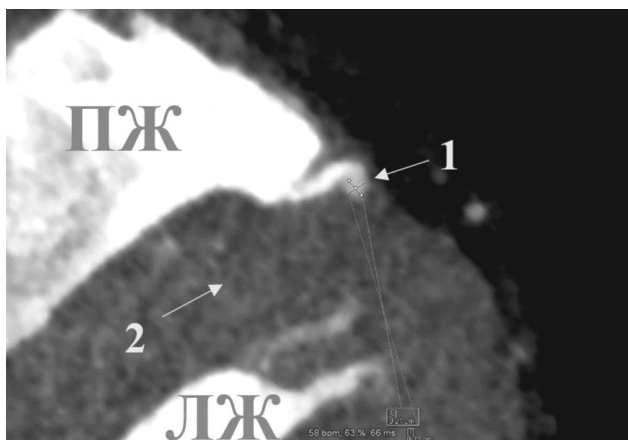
Подмостиковый участок ПМЖВ левой венечной артерии, расположенный на границе с полостью правого желудочка сердца (горизонтальная плоскость, вид снизу): 1 – подмостиковый участок ПМЖВ, 2 – межжелудочковая перегородка, ПЖ – полость правого желудочка; ЛЖ – полость левого желудочка. Изображение получено методом КТ у взрослого человека
